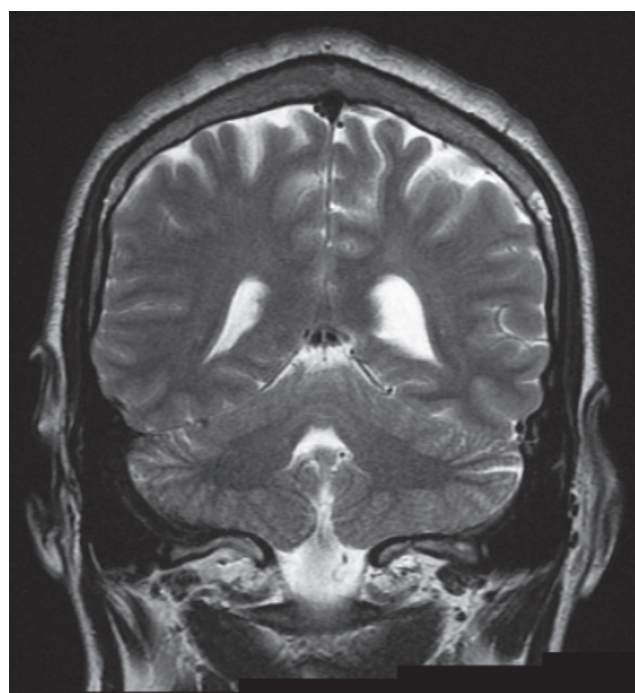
IRM Cerebral T2 (coronal)
